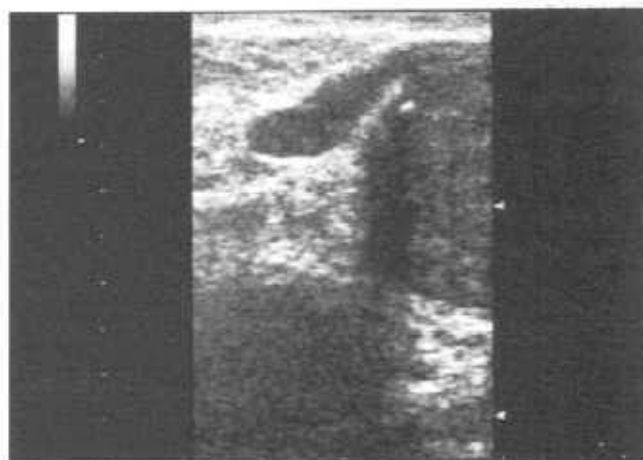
Эхограмма (ТРУЗИ, продольный срез) семенного пузырька. Семенной пузырек определяется в виде солидной вытянуто-овальной структуры, расположенной впереди от стенки прямой кишки. Эхогенность семенного пузырька сопоставима с эхогенностью ткани предстательной железы.
